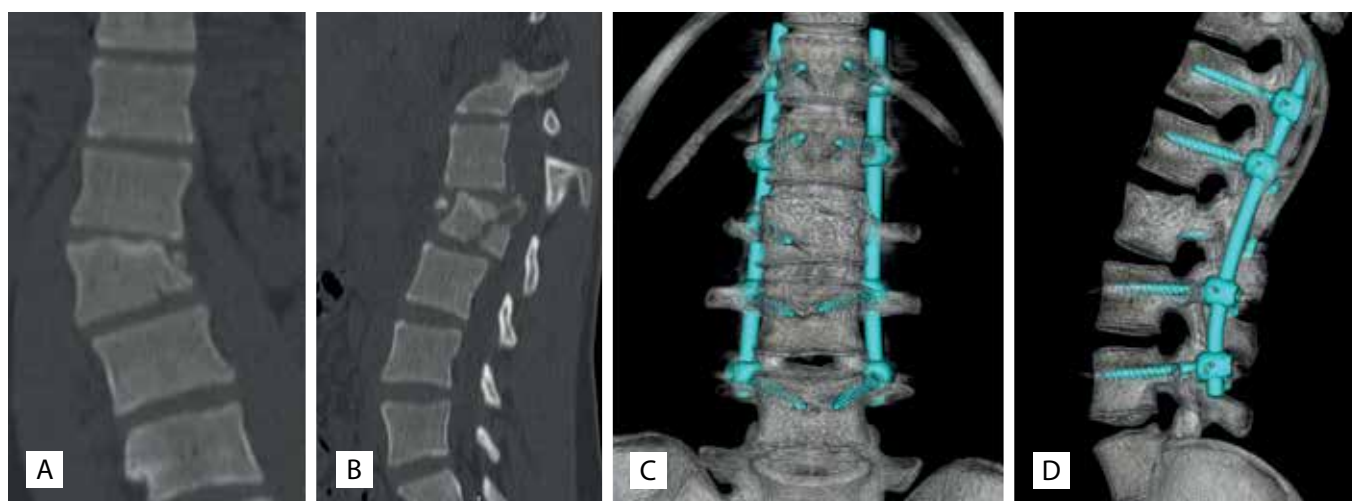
Промежуточная фиксация при повреждении L1-L2 сегмента типа C: A, B – предоперационная КТ; C, D – 3D-реконструкции послеоперационных КТ
